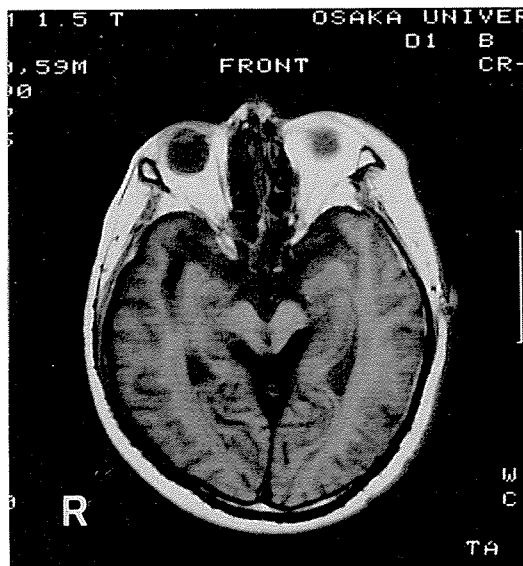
1.5tesler MRI による水平断T1強調画像
